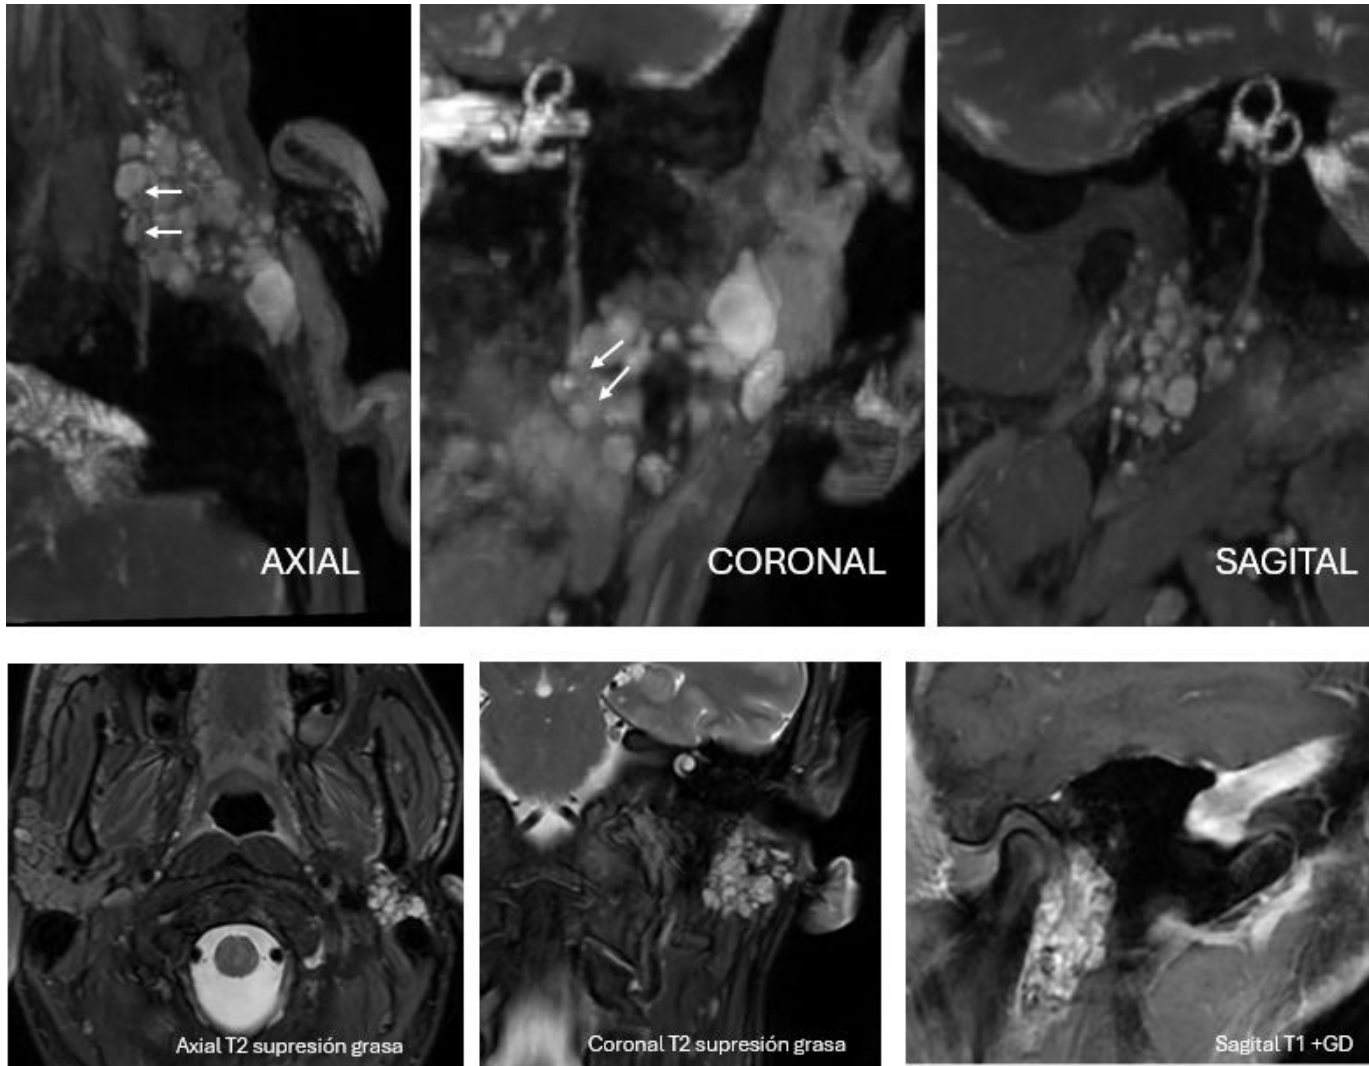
Las imágenes muestran una recidiva multiquística de adenoma pleomorfo que engloba el tronco principal del nervio facial en un paciente previamente intervenido mediante parotidectomía parcial, con resección incompleta del tumor con el objetivo de preservar el nervio facial. Tras los hallazgos en la resonancia magnética, el paciente fue sometido a parotidectomía total, presentando parálisis facial residual en el postoperatorio. Este caso ilustra la utilidad de la secuencia MENSA para la detección de recidivas tumorales y la evaluación de su relación anatómica con el nervio facial.
